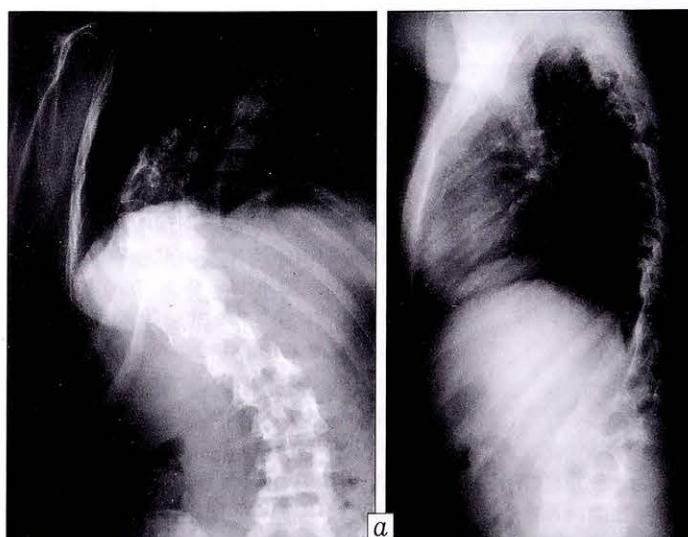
Рентгенограммы пациентки М. 16 лет с диспластическим сколиозом IV степени до (а) и через 1 год после (б) операции.
